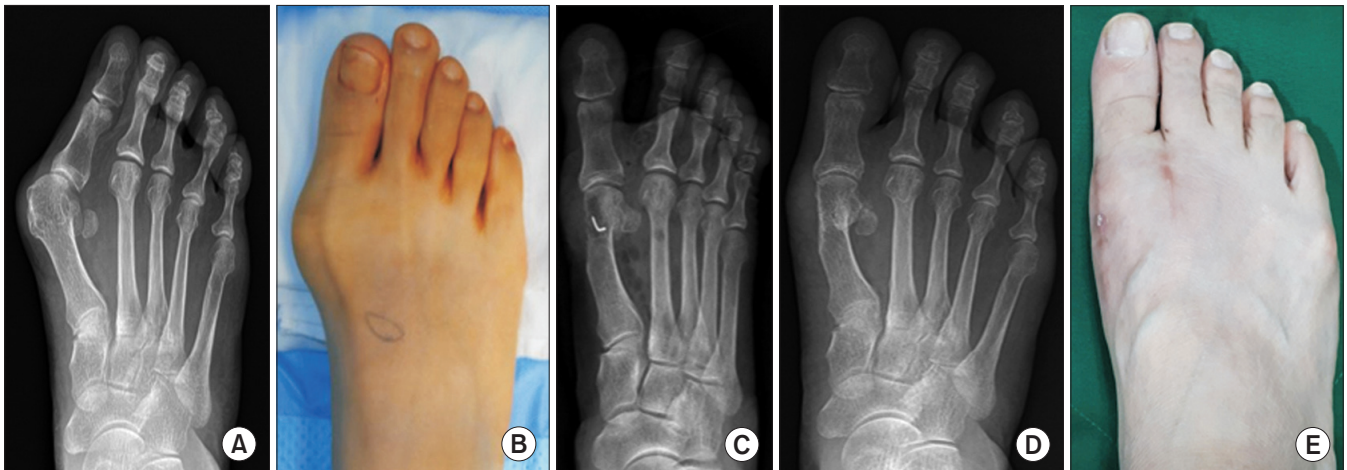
The right foot of 63-year-old female shows severe hallux valgus deformity. The deformity was adequately corrected with distal chevron osteotomy and distal soft tissue procedure. (A, B) The right foot shows preoperative hallux valgus angle was 44° and the 1st intermetatarsal angle was 20° . (C) Postoperative radiography. (D) At postoperative 1 year, the radiograph shows well maintained correction of the deformity. Hallux valgus angle 9° , the 1st intermetatarsal angle was 6° . (E) At postoperative 1 year, the deformity was well corrected and there was no soft tissue problem.
